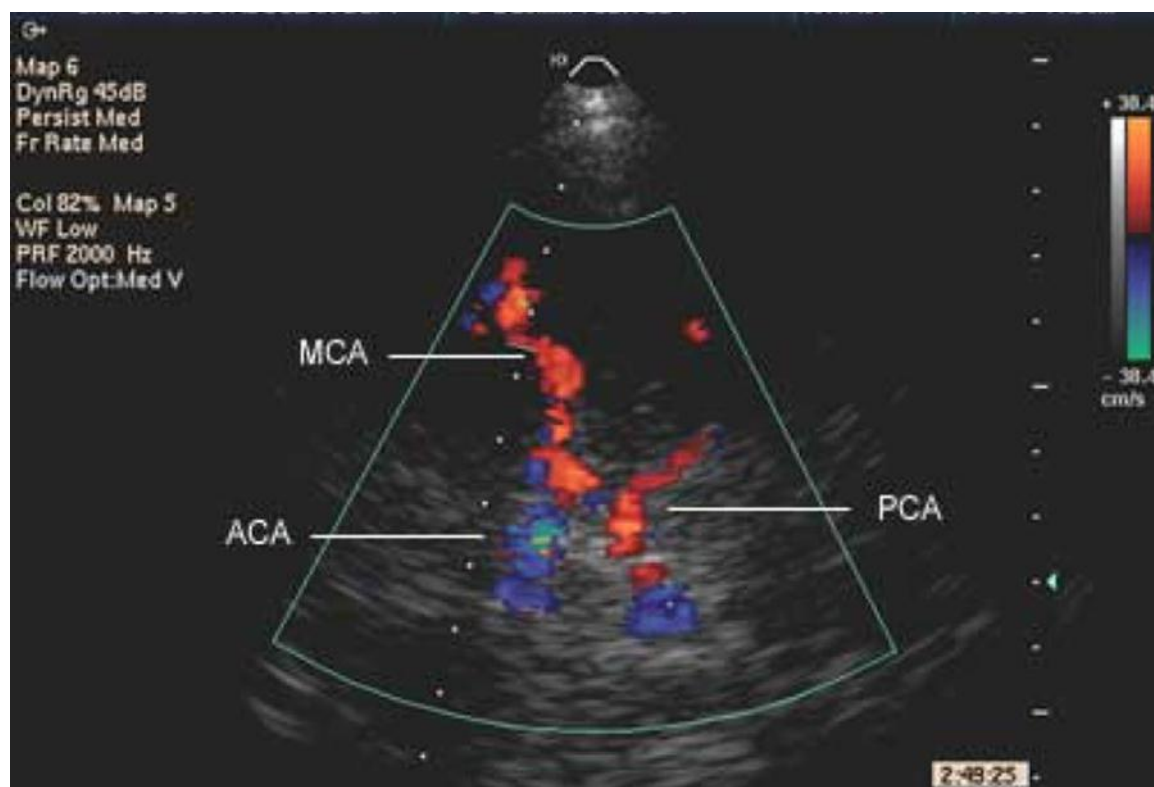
Fenêtre temporelle en mode doppler-couleur visualisant les différentes structures cérébrales (12)
